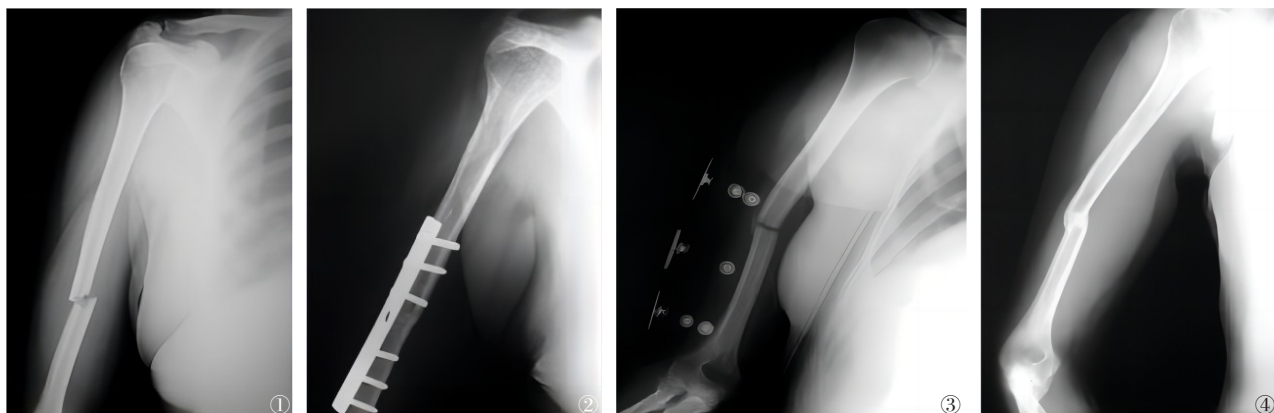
~2 男性,45岁,行右侧肱骨干横行骨折手术,治疗前后X线片。图1 肱骨干骨折手术治疗前X线,显示该患者移位肱骨干骨折;图2 肱骨干骨折手术治疗后X线,显示采用复位钢板和螺钉内固定且无骨折现象 图3~4 女性,47岁,行肱骨干骨折非功能支具治疗,治疗前后X线图。图3 肱骨干骨折非功能支具治疗前X线,显示该患者移位肱骨干骨折;图4 肱骨干骨折非功能支具,治疗后X线显示患者无骨折现象
